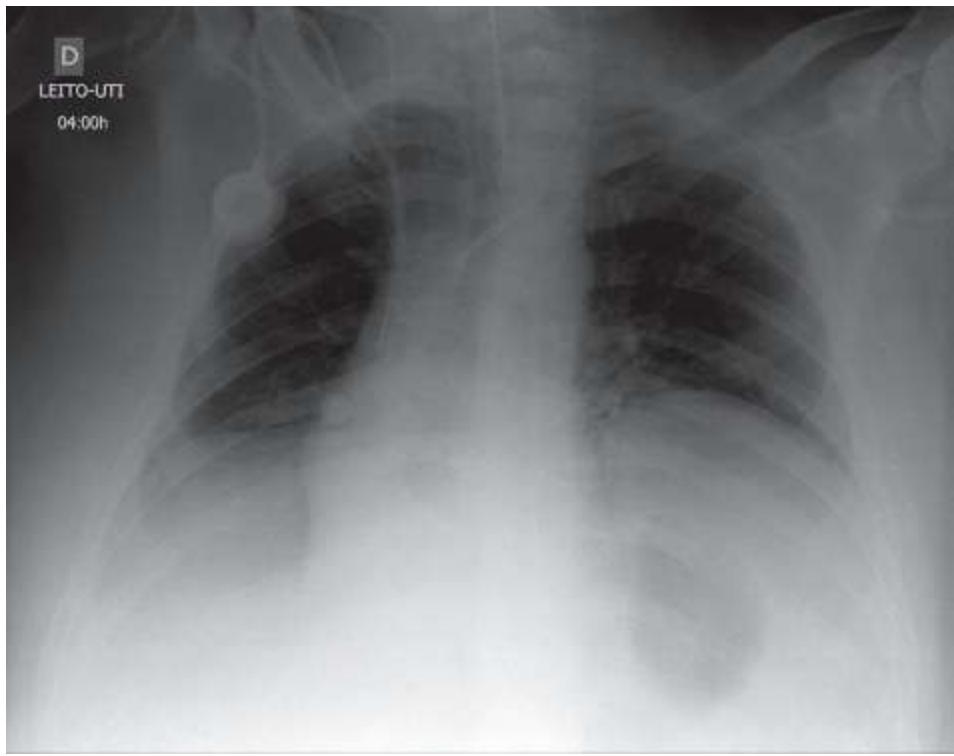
Radiografia de tórax de qualidade limitada por baixa penetração do feixe de raios X, determinando dificuldade à visualização do parênquima pulmonar, principalmente nas bases.
